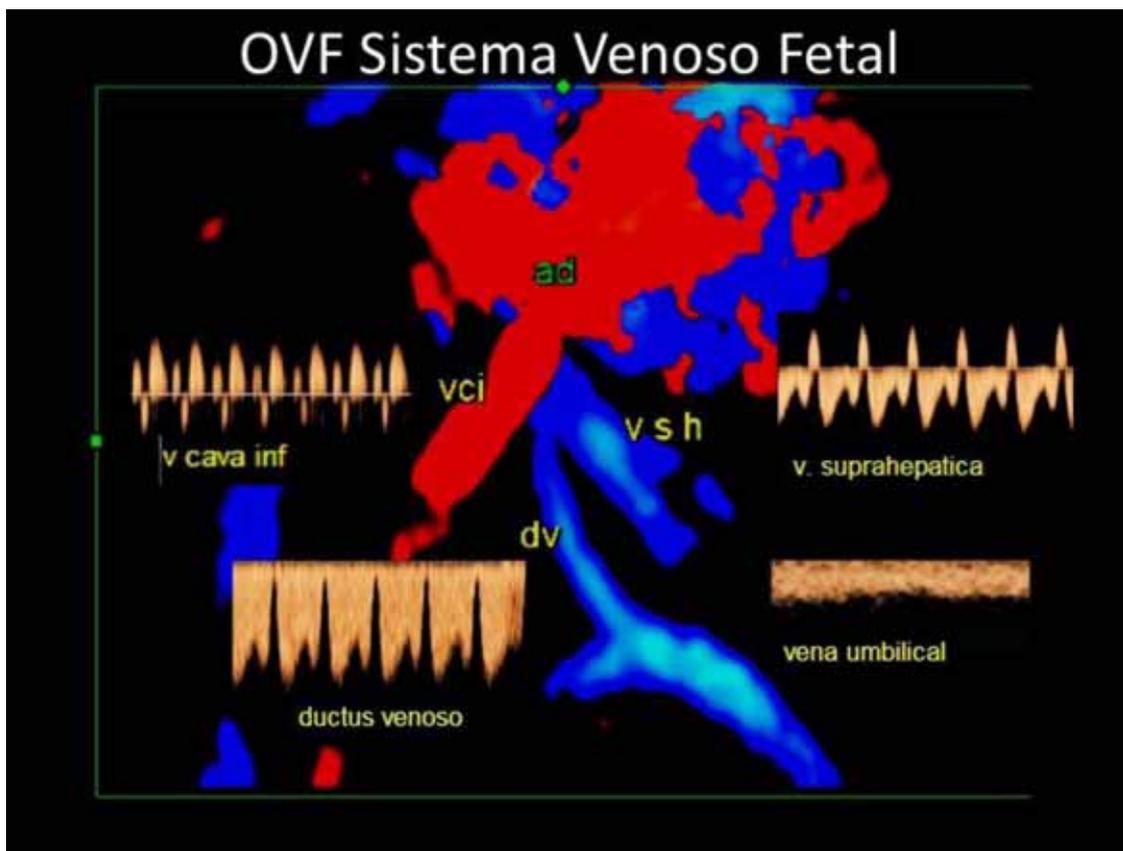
Reconstrucción 3D doppler color del sistema venoso fetal y representación de las ondas de flujo con doppler pulsado en la vena cava inferior (VCI), venas suprahepáticas (VSH), ductus venoso (DV), y vena umbilical (VU). El flujo a través del DV muestra un patrón trifásico característico con velocidades anterógradas durante todo el ciclo cardíaco.
